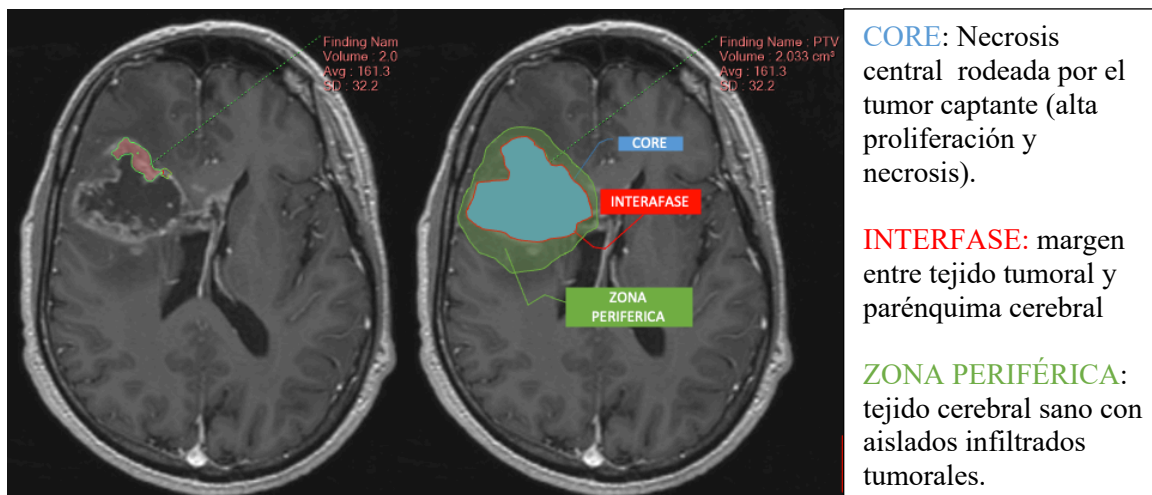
Resonancia magnética cerebral postcontraste de un paciente de la muestra que muestra esquemáticamente la infiltración habitual de los glioblastomas divididas en 3 zonas (core, interfase, zona periférica).
